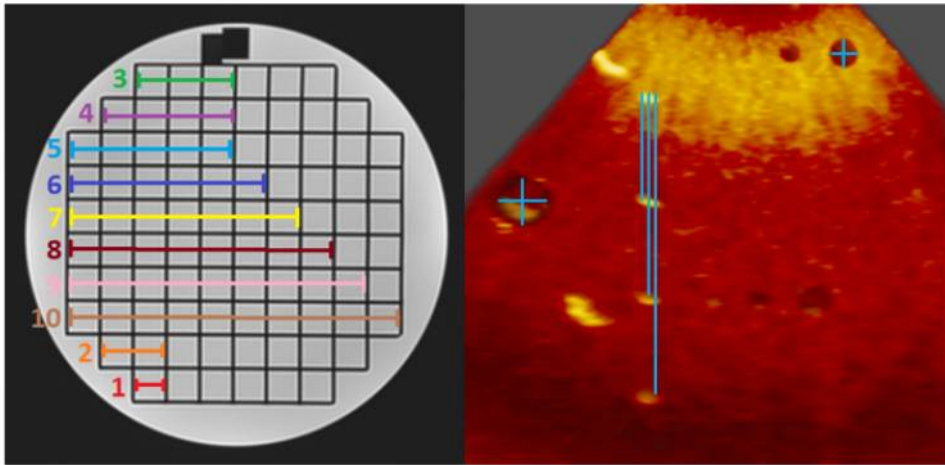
Medição feita em CT, MRI (esquerda) e fantoma 3DE (direita). Fonte: (STEPHENSON et al., 2022).
